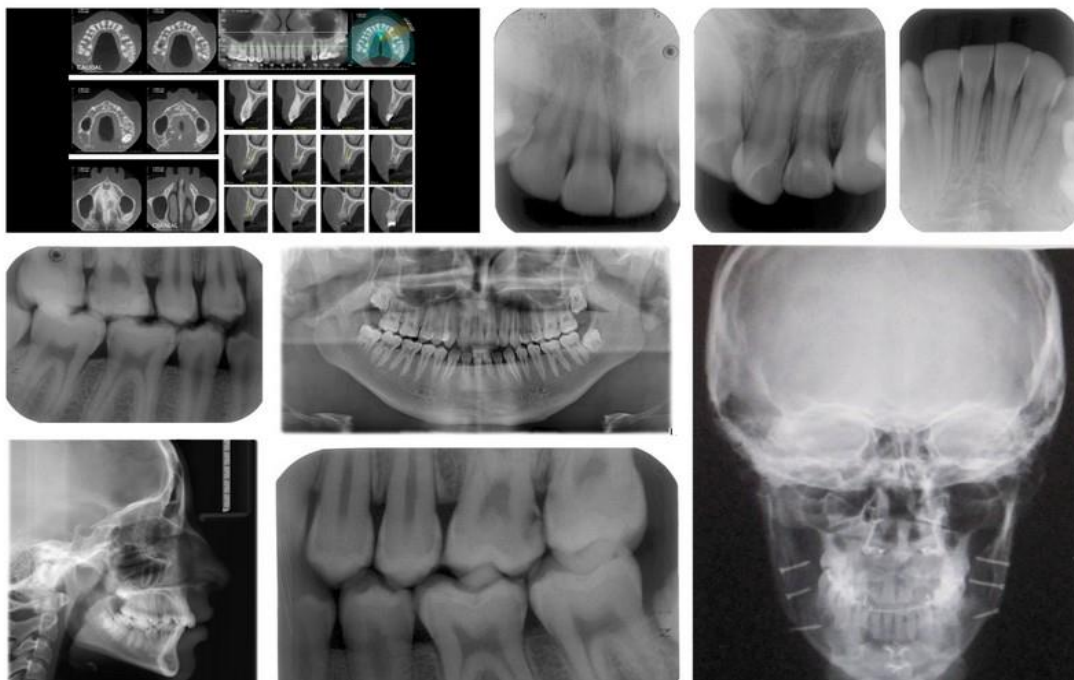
Radiografías utilizadas más comúnmente en odontología. (<http://urbandental.es/tratamiento/radiologia/>)
